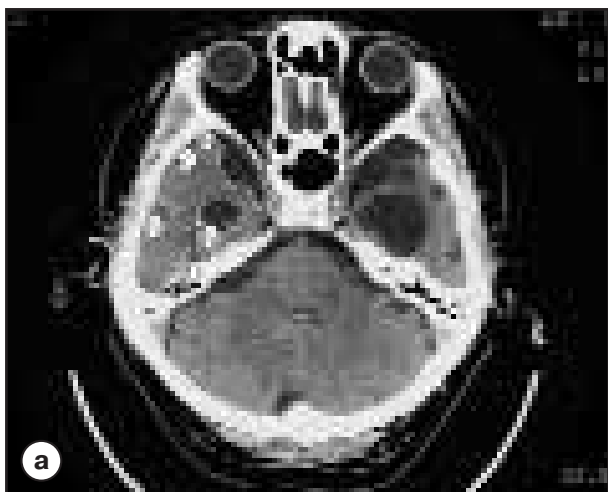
Томограммы пациентки П., 36 лет, с повышенным риском развития болезни Альцгеймера
